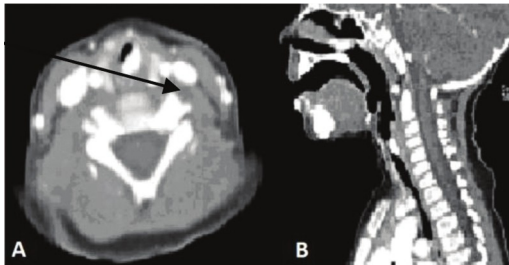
Хлопчик С., 5 місяців, ІГ трахеї з порушенням прохідності дихальних шляхів (стрілка). КТ- зображення: А – аксіальна проекція, В – сагітальна проекція
